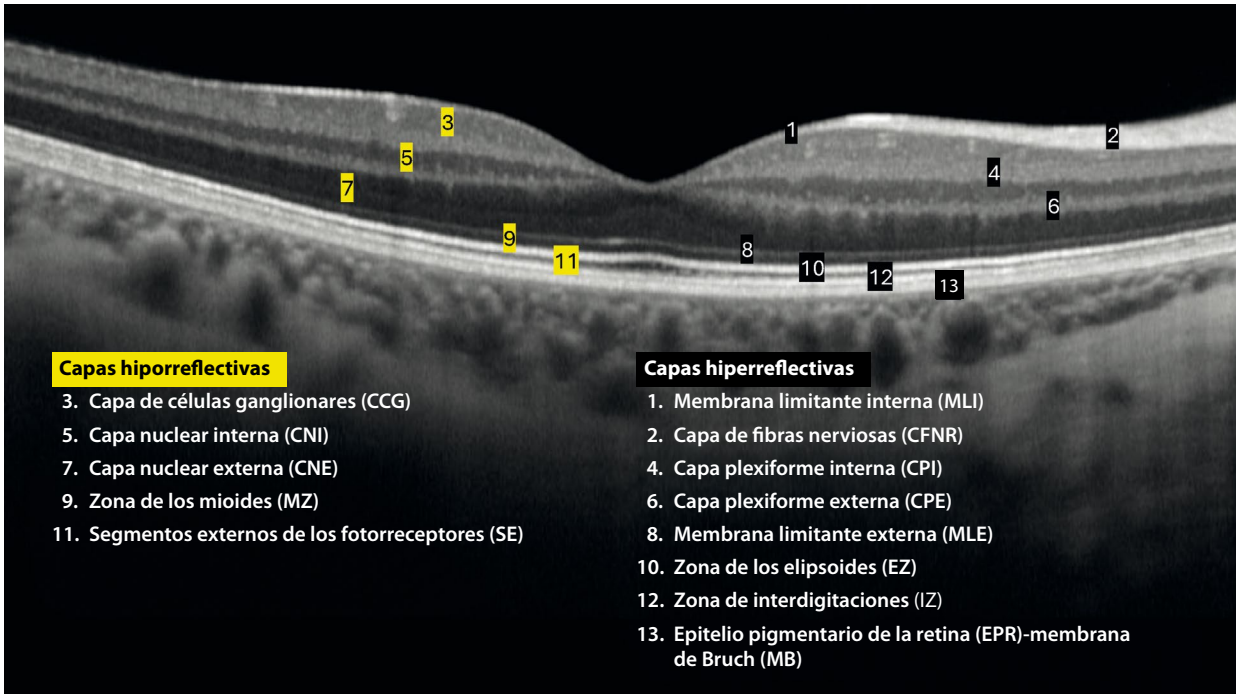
Capas de la retina en la tomografía de coherencia óptica.
